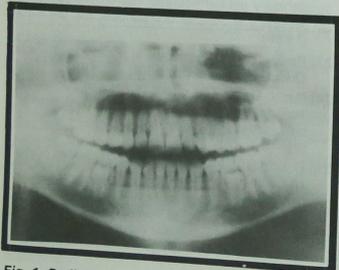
Radiografía panorámica mostrando los segundos molares inferiores primarios con reabsorción radicular asimétrica y retención de los premolares rotados.
